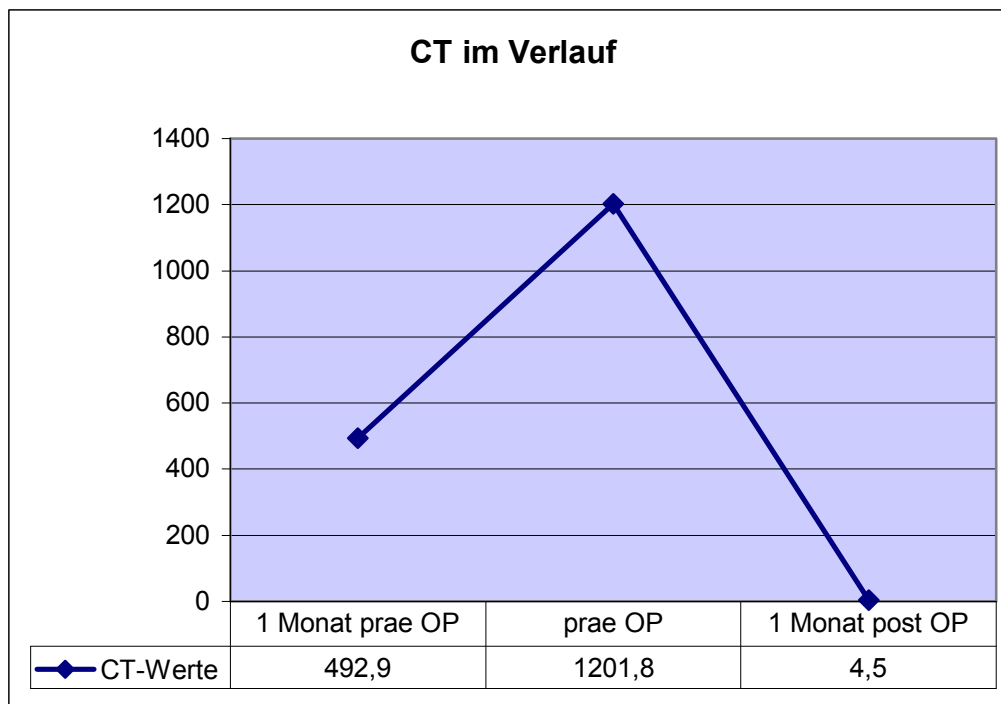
CT-Werte von MTC-Patient 2
